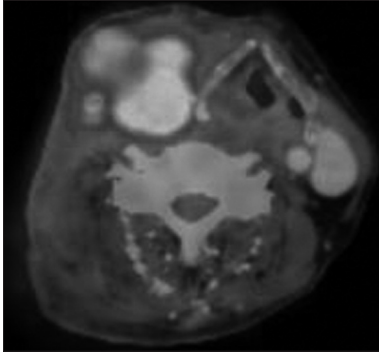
FDG PET/CT finding. Same findings of Neck CT.
